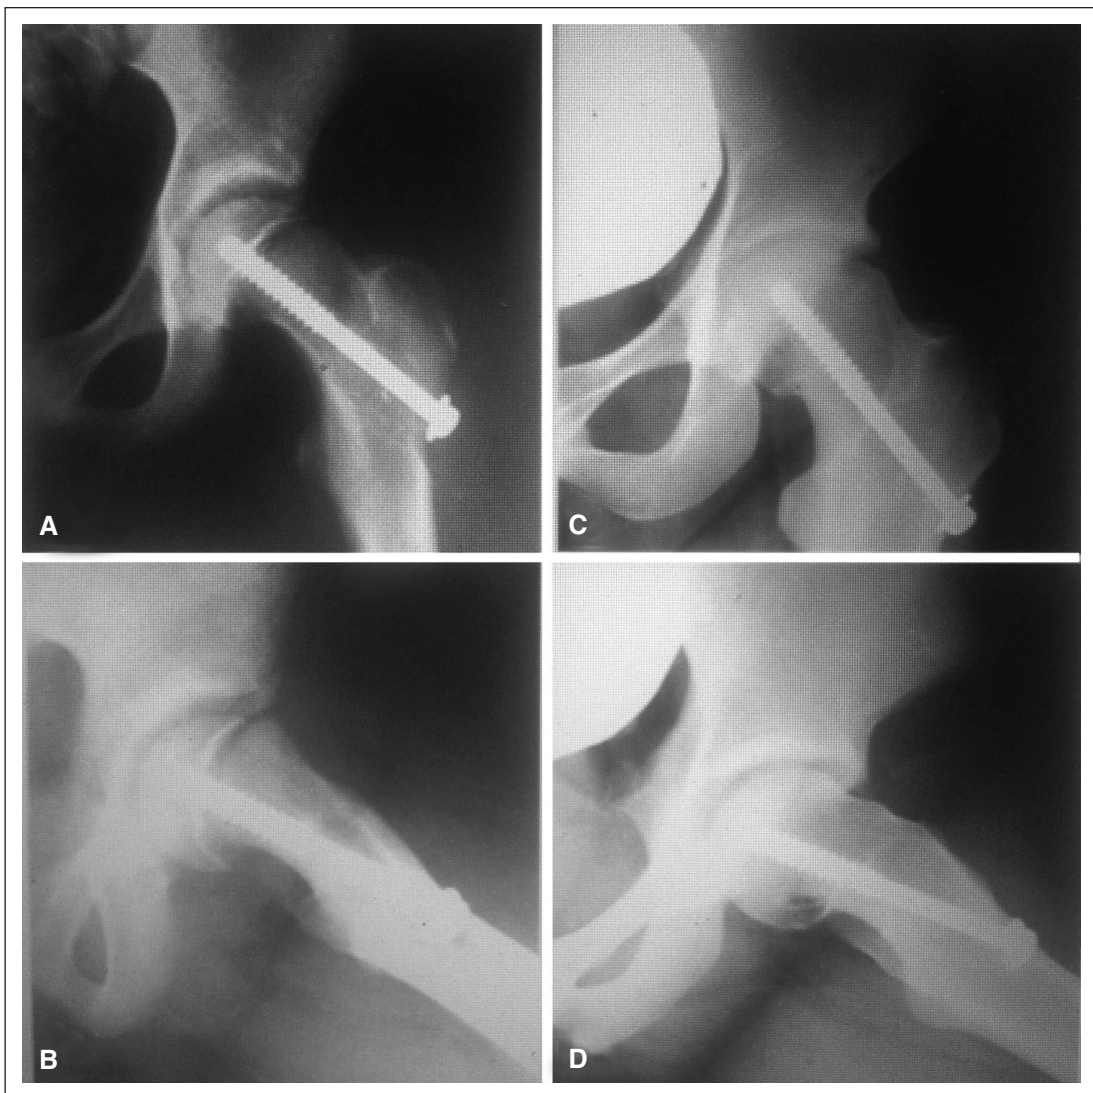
A y B. Radiografías de frente y de perfil, posoperatorio inmediato de un deslizamiento de 40° fijado in situ. C y D. Radiografías del mismo paciente a los 65 meses de seguimiento. Se observa un ángulo de Southwick de 28° en el perfil. La remodelación estuvo presente en 12° . En las radiografías A y B, el grado de Tonnis es 1 y, en las radiografías C y D, es de 2, por lo que también hubo deterioro.
